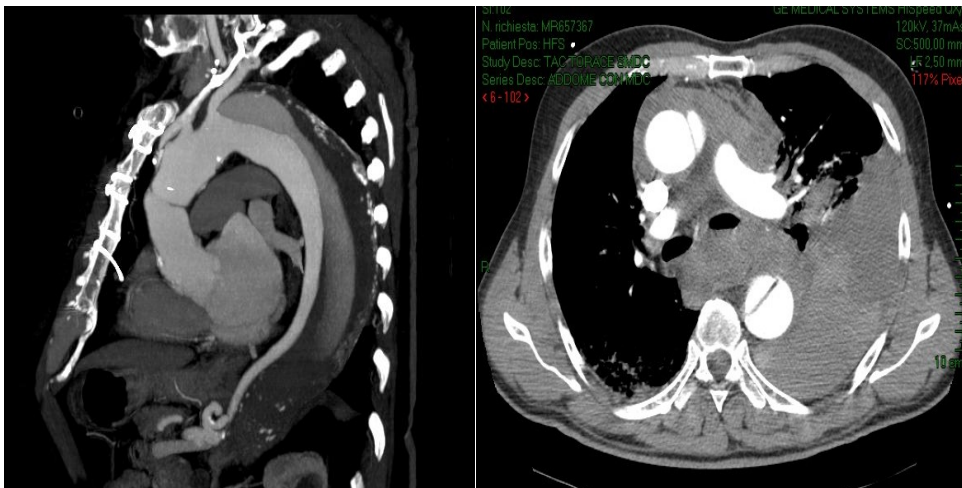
Angio-TC Aorta toracica dissecata
